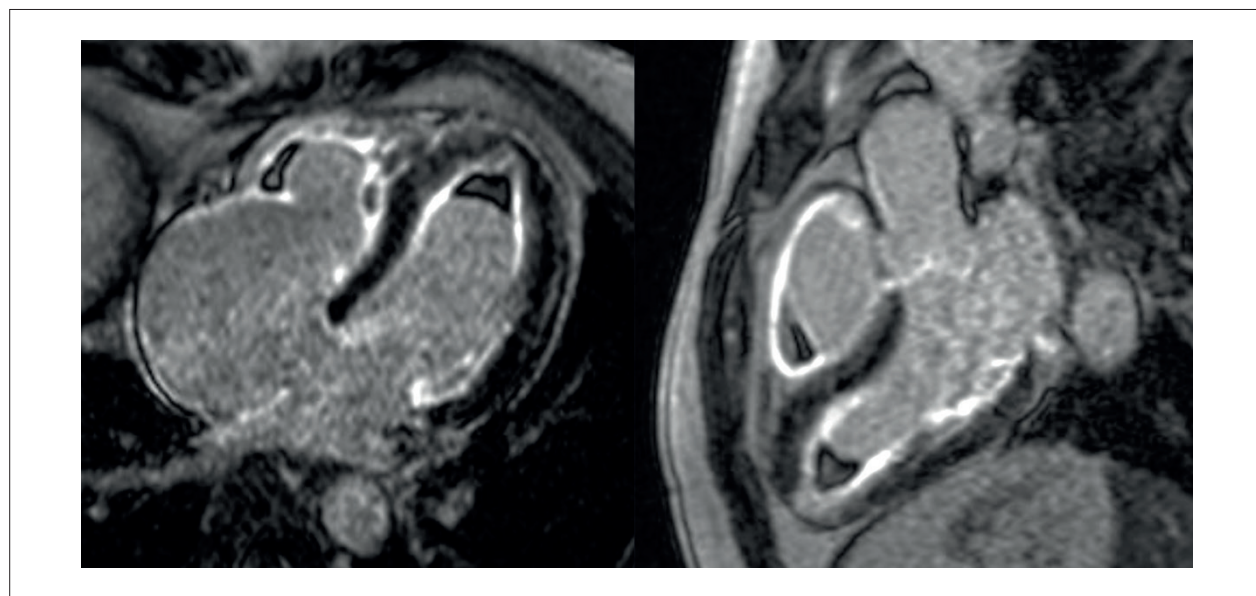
Paciente sexo masculino, 33 anos, com endomiocardiofibrose com acometimento biventricular e dilatação importante do átrio direito. Imagens de ressonância magnética na sequência de realce tardio com acometimento subendocárdico difuso biventricular, correspondente a fibrose. Notam-se imagens com hipossinal compatíveis com pequenos trombos cavitários, em ambos ventrículos, o maior em ápice do ventrículo esquerdo medindo 9 x 11 mm.
